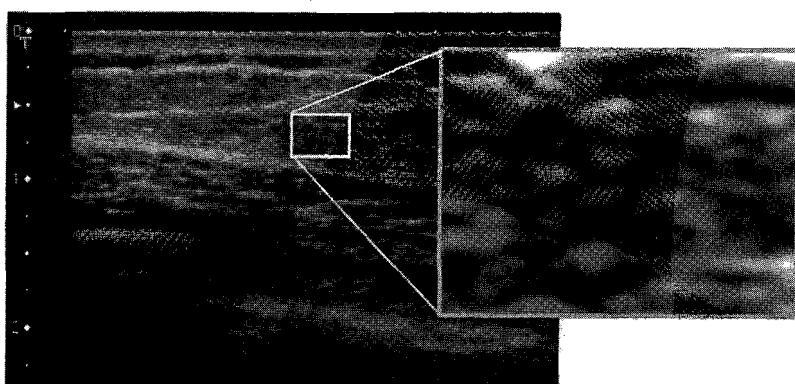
一般的な乳腺の超音波画像とスペックルパターン部の拡大図
